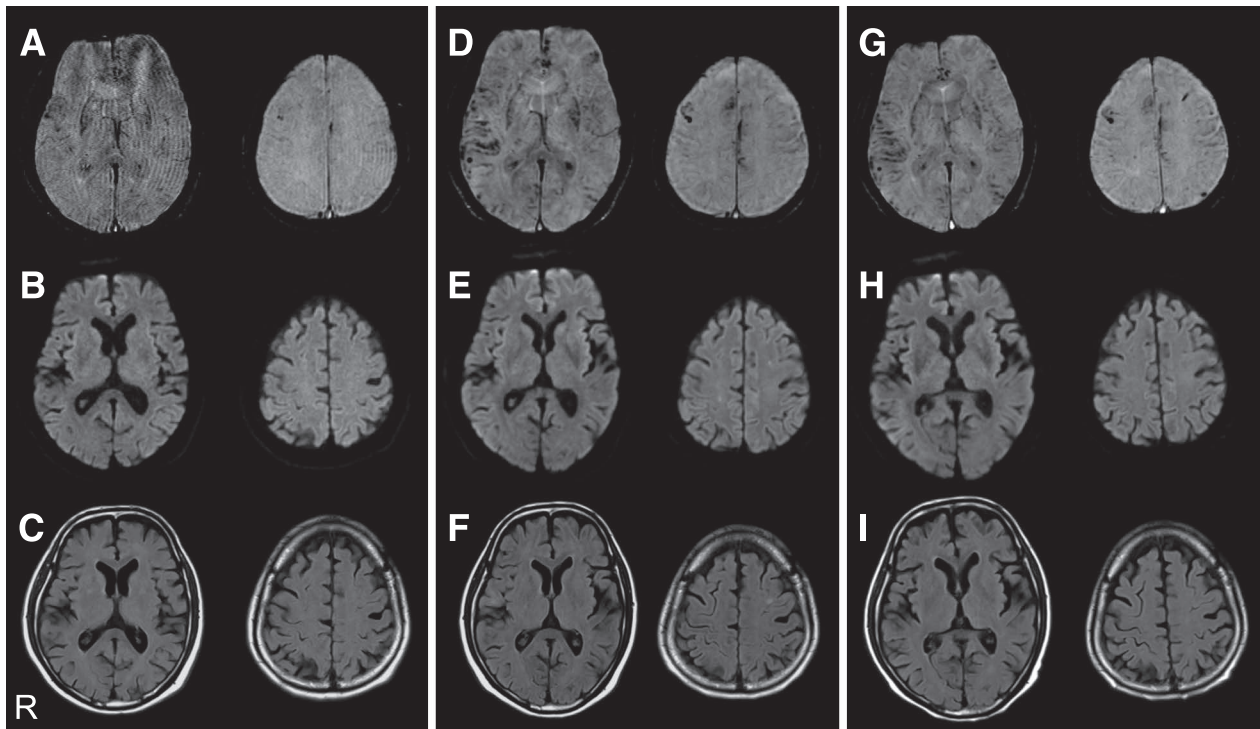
Time course of brain MRI findings.
